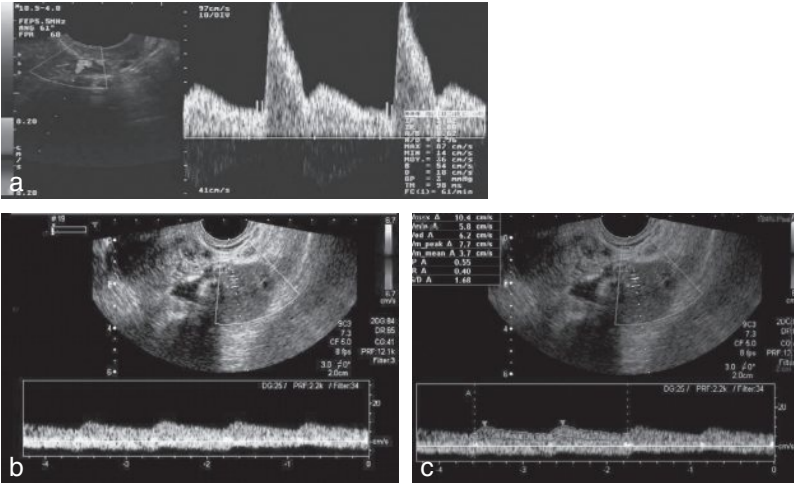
Doppler utérin et ovarien chez une patiente en activité génitale.
